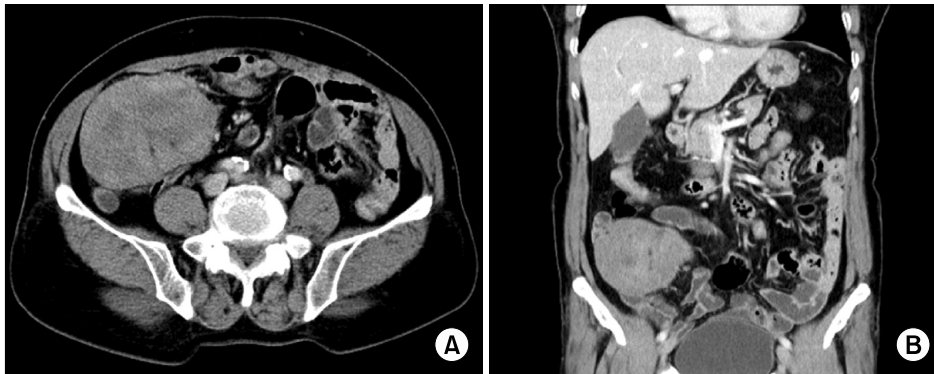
Abdominal CT findings. 10×6.5 cm sized solid mass is visible in right lower quadrant. The tumor originates from small bowel mesentery. (A) Horizontal view. (B) Coronal view.
